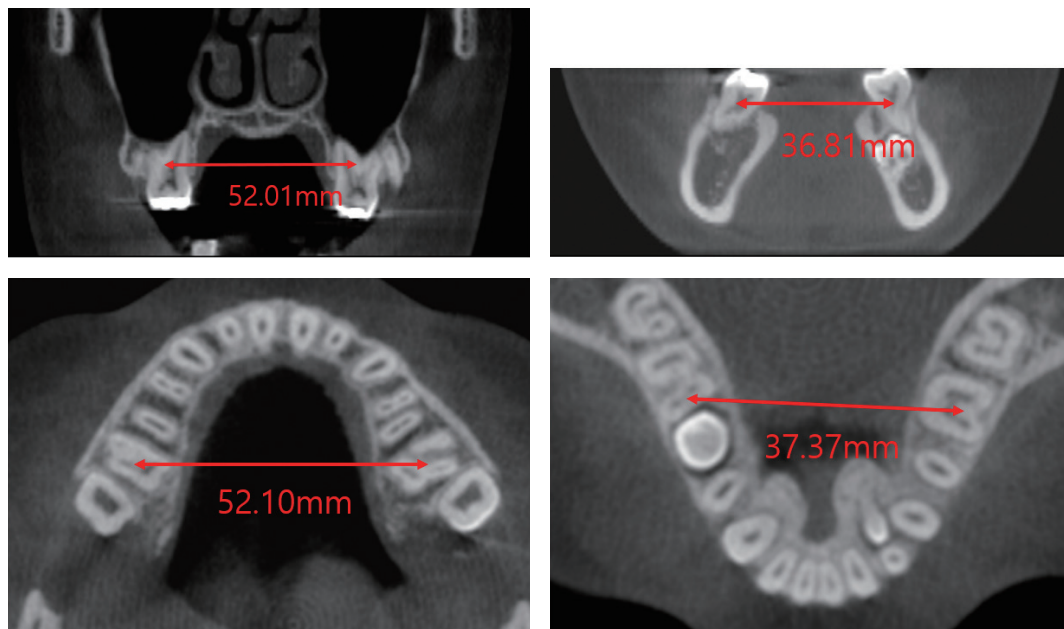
Initial CBCT and comparison of maxillary and mandibular first molar basal arch width.
